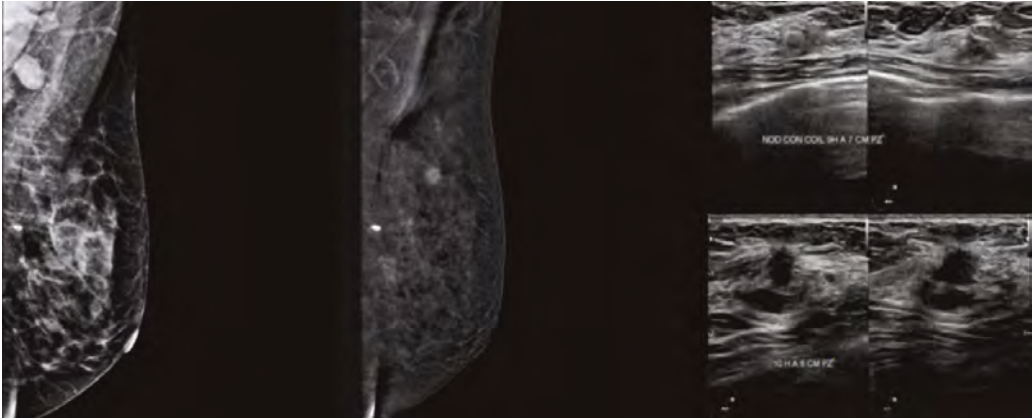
lesiones multifocales: paciente con diagnóstico de cáncer de mama (nódulo con marcador en anillo). Se le realiza CEM para estadificación y se detecta otro nódulo sospechoso, sobre el que se realiza ecografía dirigida y biopsia; resultando también maligno
